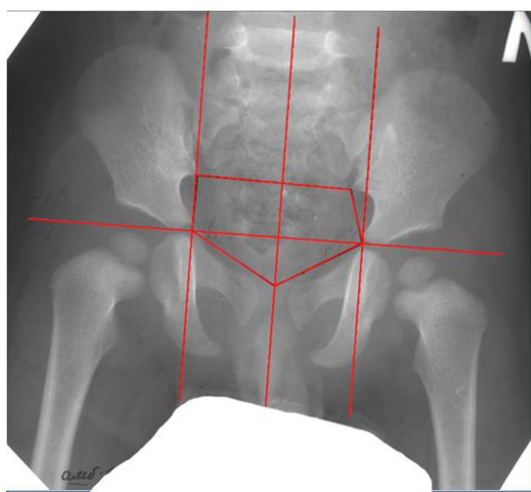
Больной Р. 1г.2мес. Рентгенограмма таза в прямой проекции с рентгенометрией. Определяется разница в смежных углах «трапеции» таза, образованной горизонтальными линиями, проведенными через нижние границы крестцово-подвздошных сочленений и через нижние края У-образных хрящей и двух наклонных, соединяющих точки пересечения ими внутренних контуров таза.
